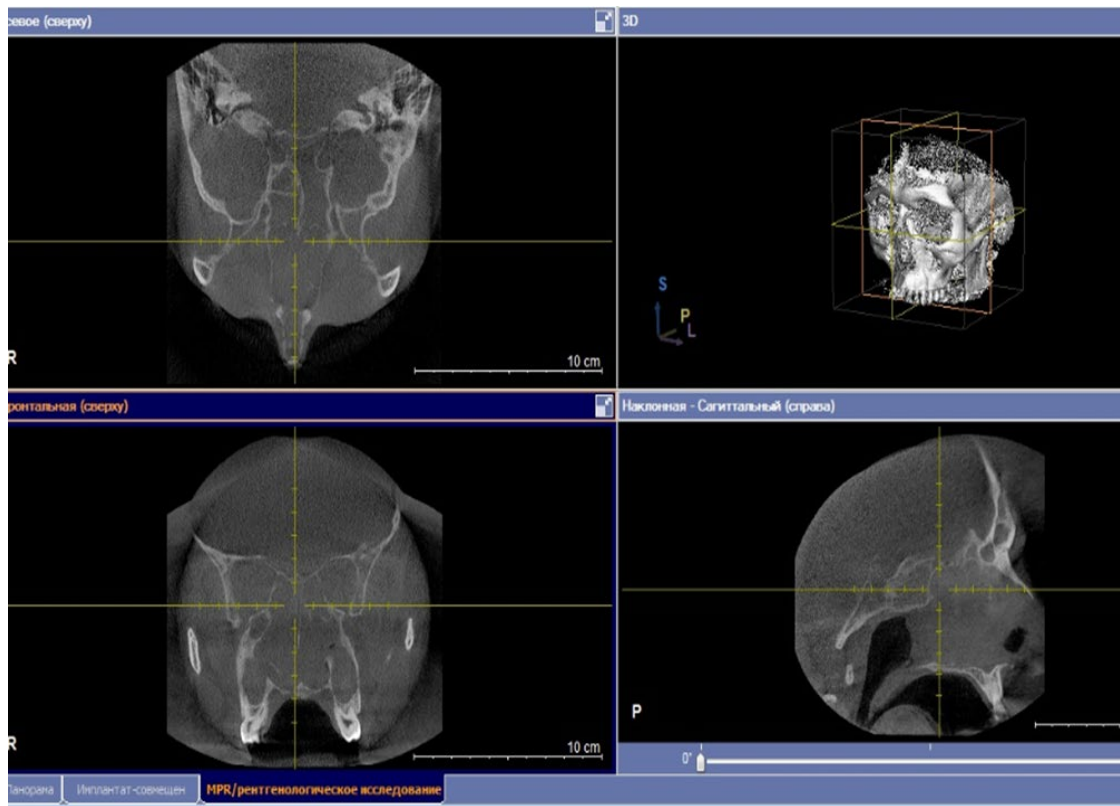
КТ ОНП пациента С., 57 лет. КТ-признаки девиации носовой перегородки, тотальное затенение полости носа и всех околоносовых пазух
